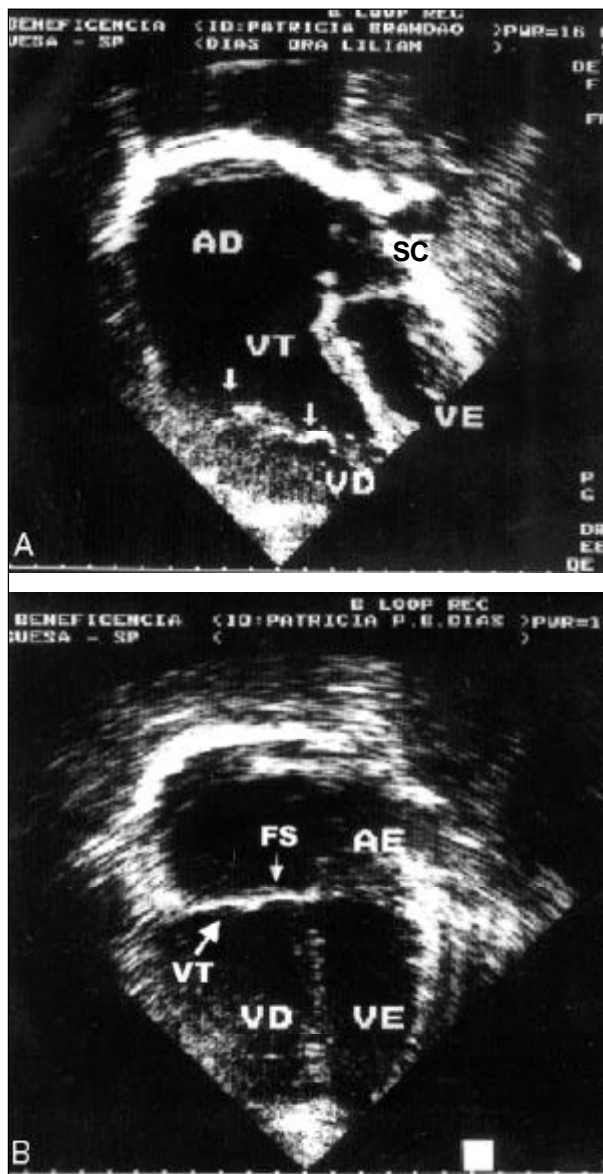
A) ecocardiograma pré-operatório mostrando a inserção anômala do folheto da valva tricúspide. B) ecocardiograma pós-operatório do mesmo paciente, onde se vê o bom posicionamento da valva tricúspide no mesmo nível da valva mitral. AD - átrio direito, AE - átrio esquerdo, VD - ventrículo direito, VE - ventrículo esquerdo, VT - valva tricúspide, FS - folheto septal.
